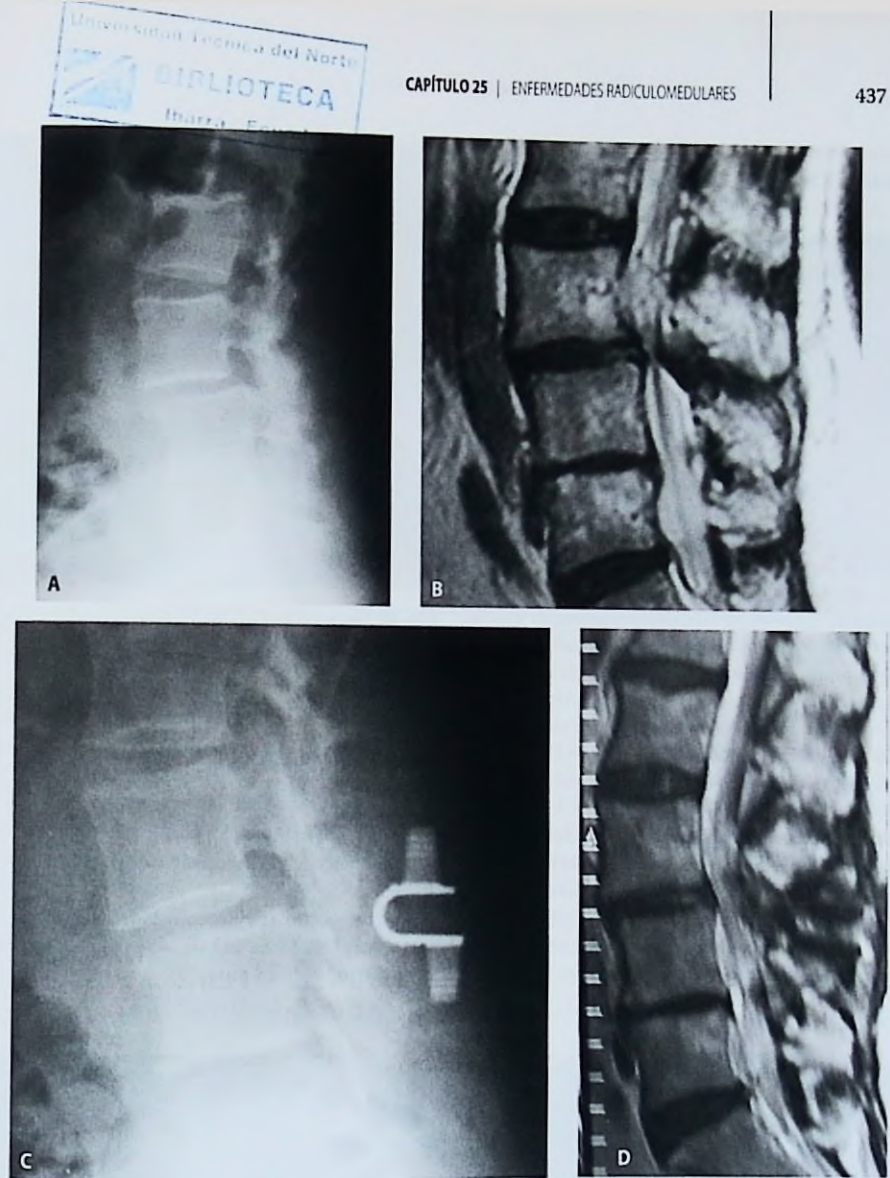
Canal estrecho lumbar. (A) Rx simple de perfil que muestra una listesis L3-L4. (B) RM sagital en T2 que muestra una estenosis central. (C) Rx simple de perfil y (D) RM sagital en T2 luego del recalibrado y la estabilización dinámica.
